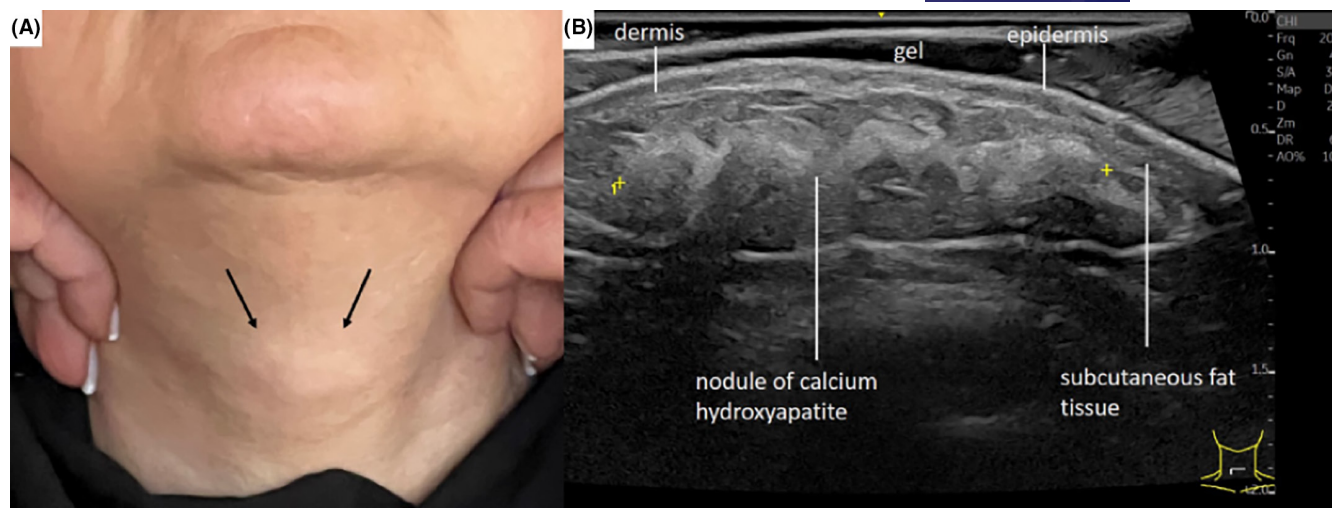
(A) Nódulos de hidroxiapatita de cálcio (CaHA – Radiesse®) no pescoço. (B) Ultrassonografia em escala de cinza de alta frequência (20 MHz), vista transversal, mostra uma estrutura hiperecoica alongada, com sombra acústica, correspondente a CaHA (Radiesse®).
